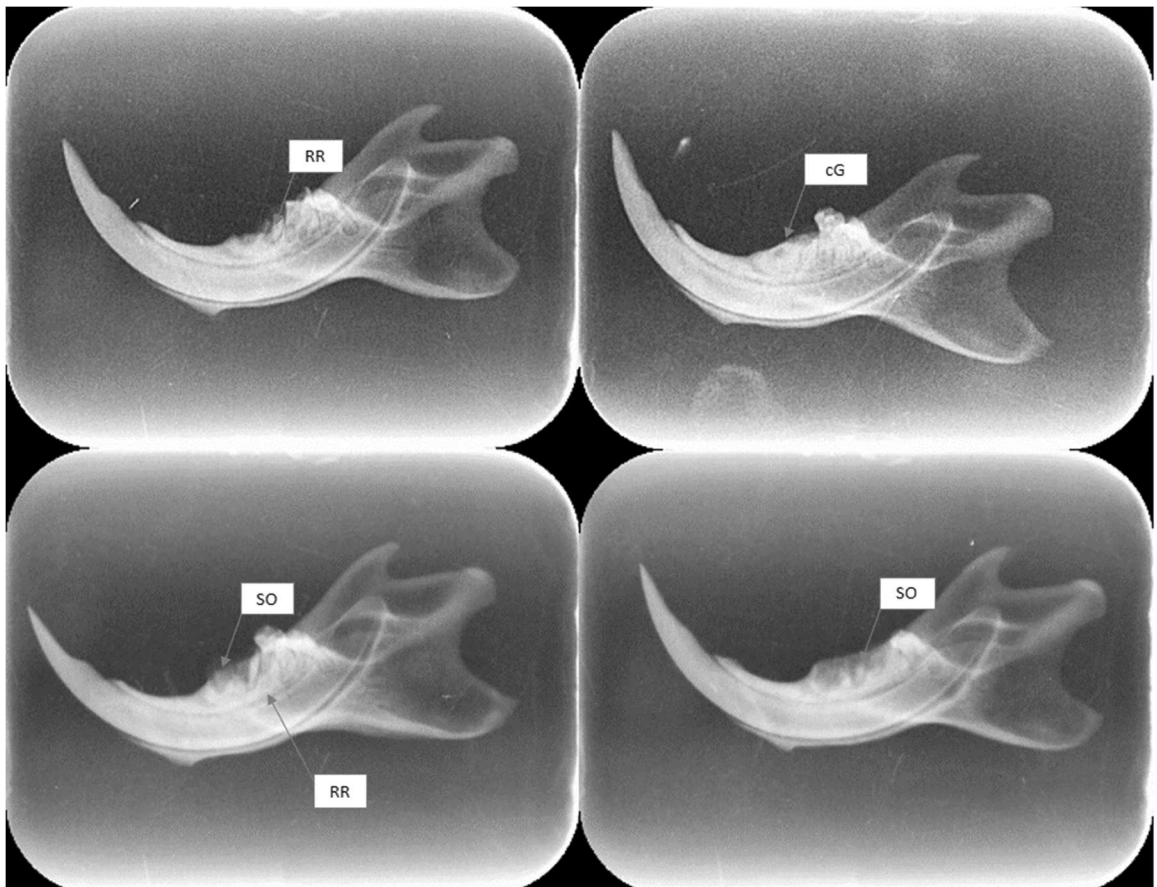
Radiografias da hemimandíbula esquerda, com a presença de raiz residual (RR), sequestros ósseos (SO) e cicatrização gradual (cG).
